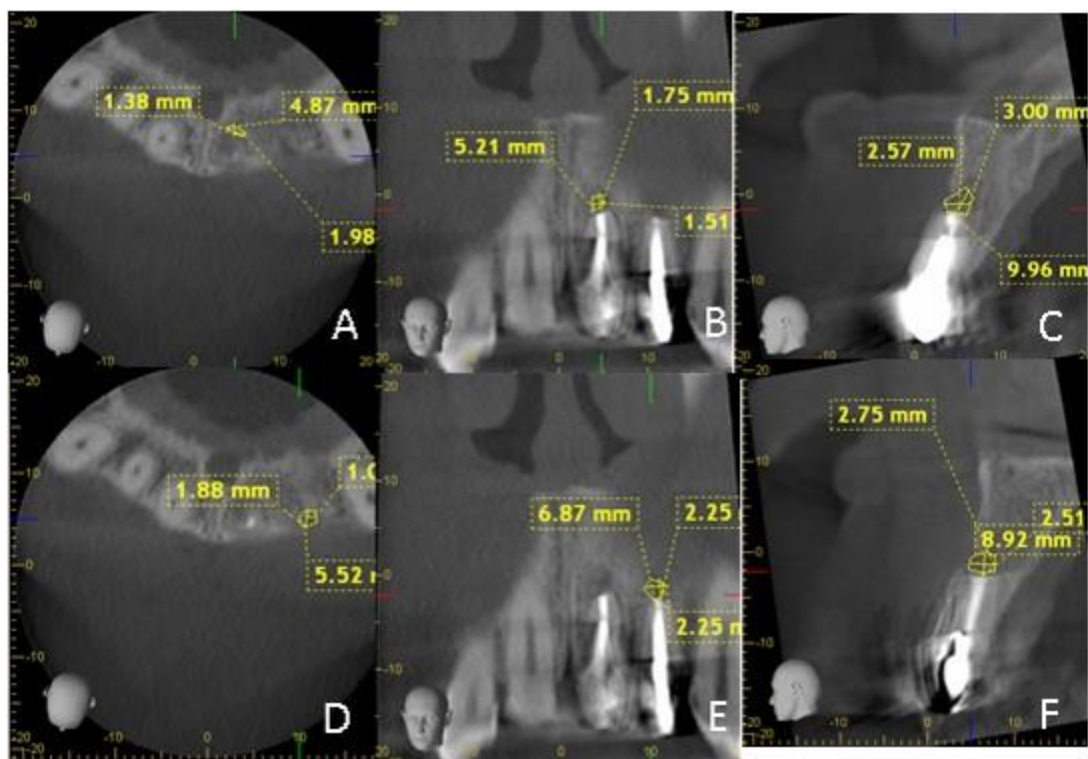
CBCT del caso 1 a los 5 meses (A) Plano axial del 21 (B) Plano coronal del 21 (C) Plano Sagital del 21 (D) Plano Axial del 22 (E) Plano coronal del 22 (F) Plano sagital del 22
